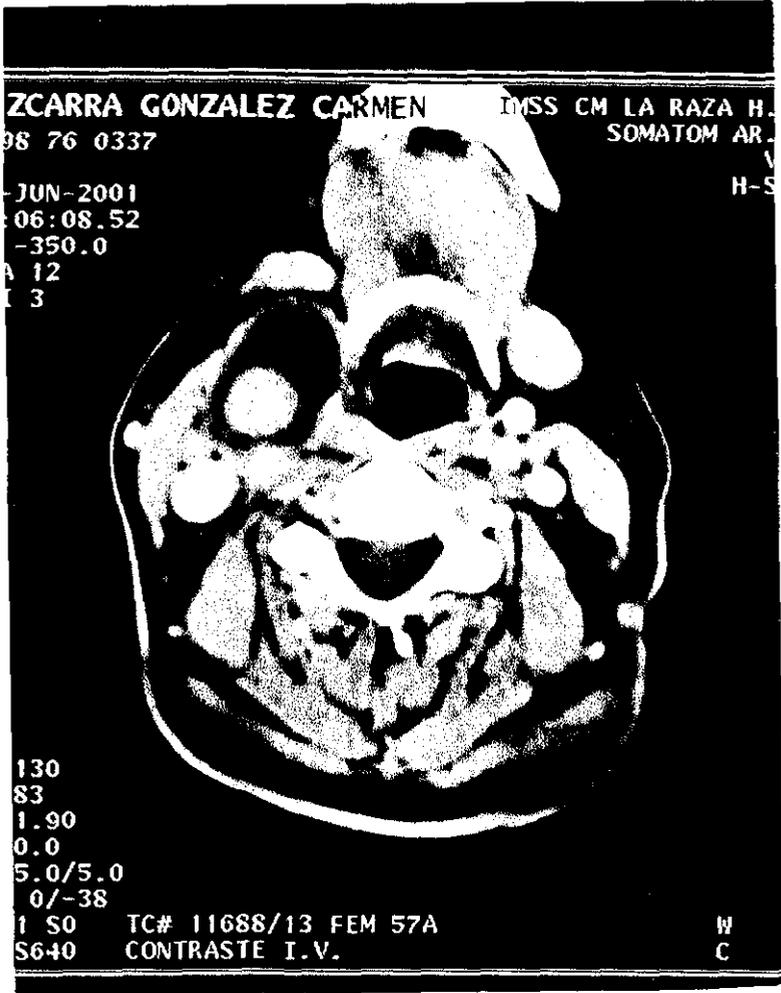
Tomografía computada y contrastada de cuello. Se observa el aneurisma de la carotida común con trombo mural. La luz de la arteria con material de contraste.
